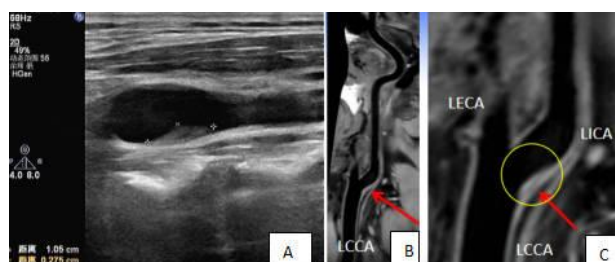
A-C: 超声血管成像与高分辨血管壁成像 (HR-VWI) 对颈动脉粥样硬化斑块的评估
